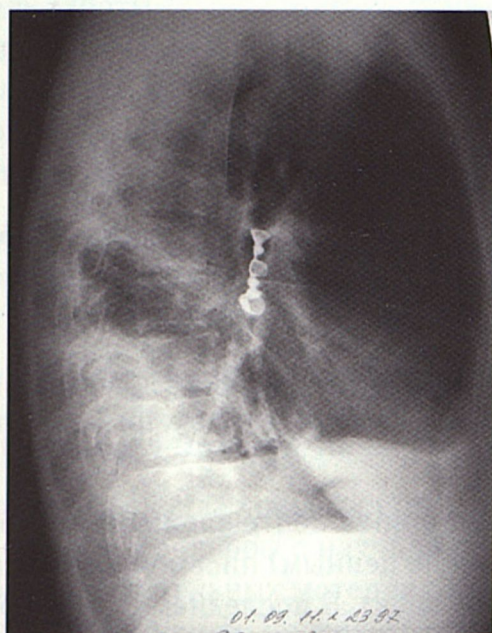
Рентгенограмма органов грудной клетки в правой боковой проекции больного С. Стрелкой указано инородное тело бронхов – зубные протезы.
